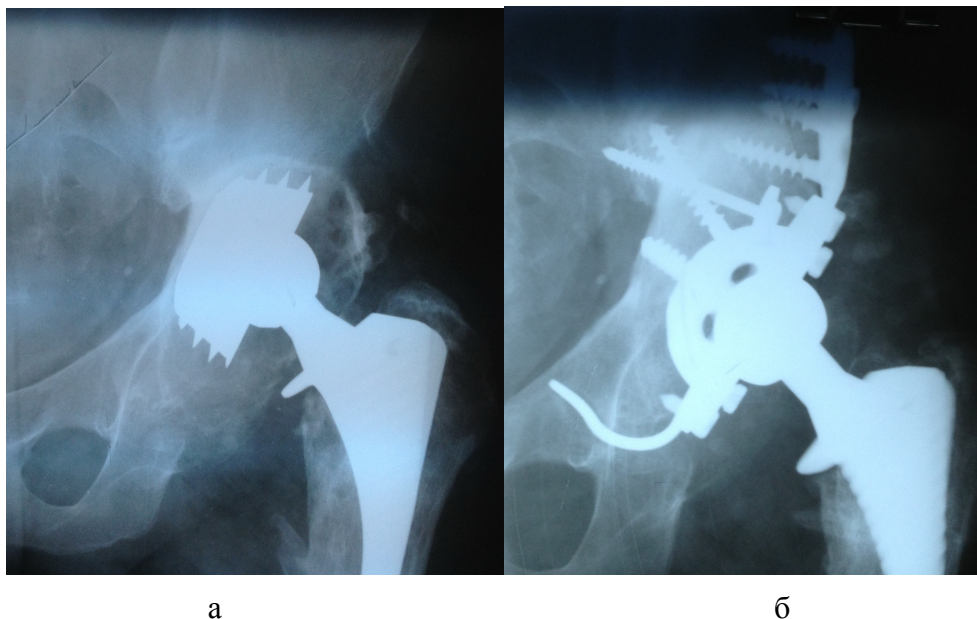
Рентгенограми хворого Р.45 р. Деформуючий коксартроз 3 ст. Асептична нестабільність ацетабулярного компонента з дефектами типу 3, протрузія ацетабулярного компонента:
